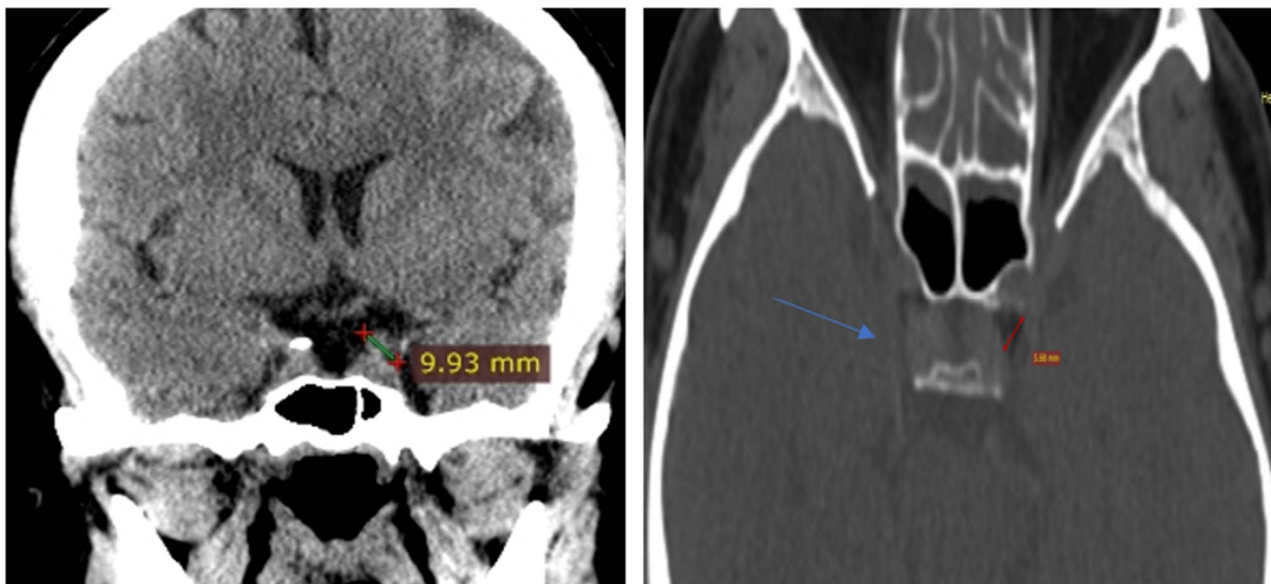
Рисунок №1. МРТ, коронарный срез. Тромб сегмента внутренней сонной артерии области кавернозного синуса. Д. МСКТ, аксиальный срез. Отсутствие крови/тромб сегмента внутренней сонной артерии в области кавернозного синуса справа.
